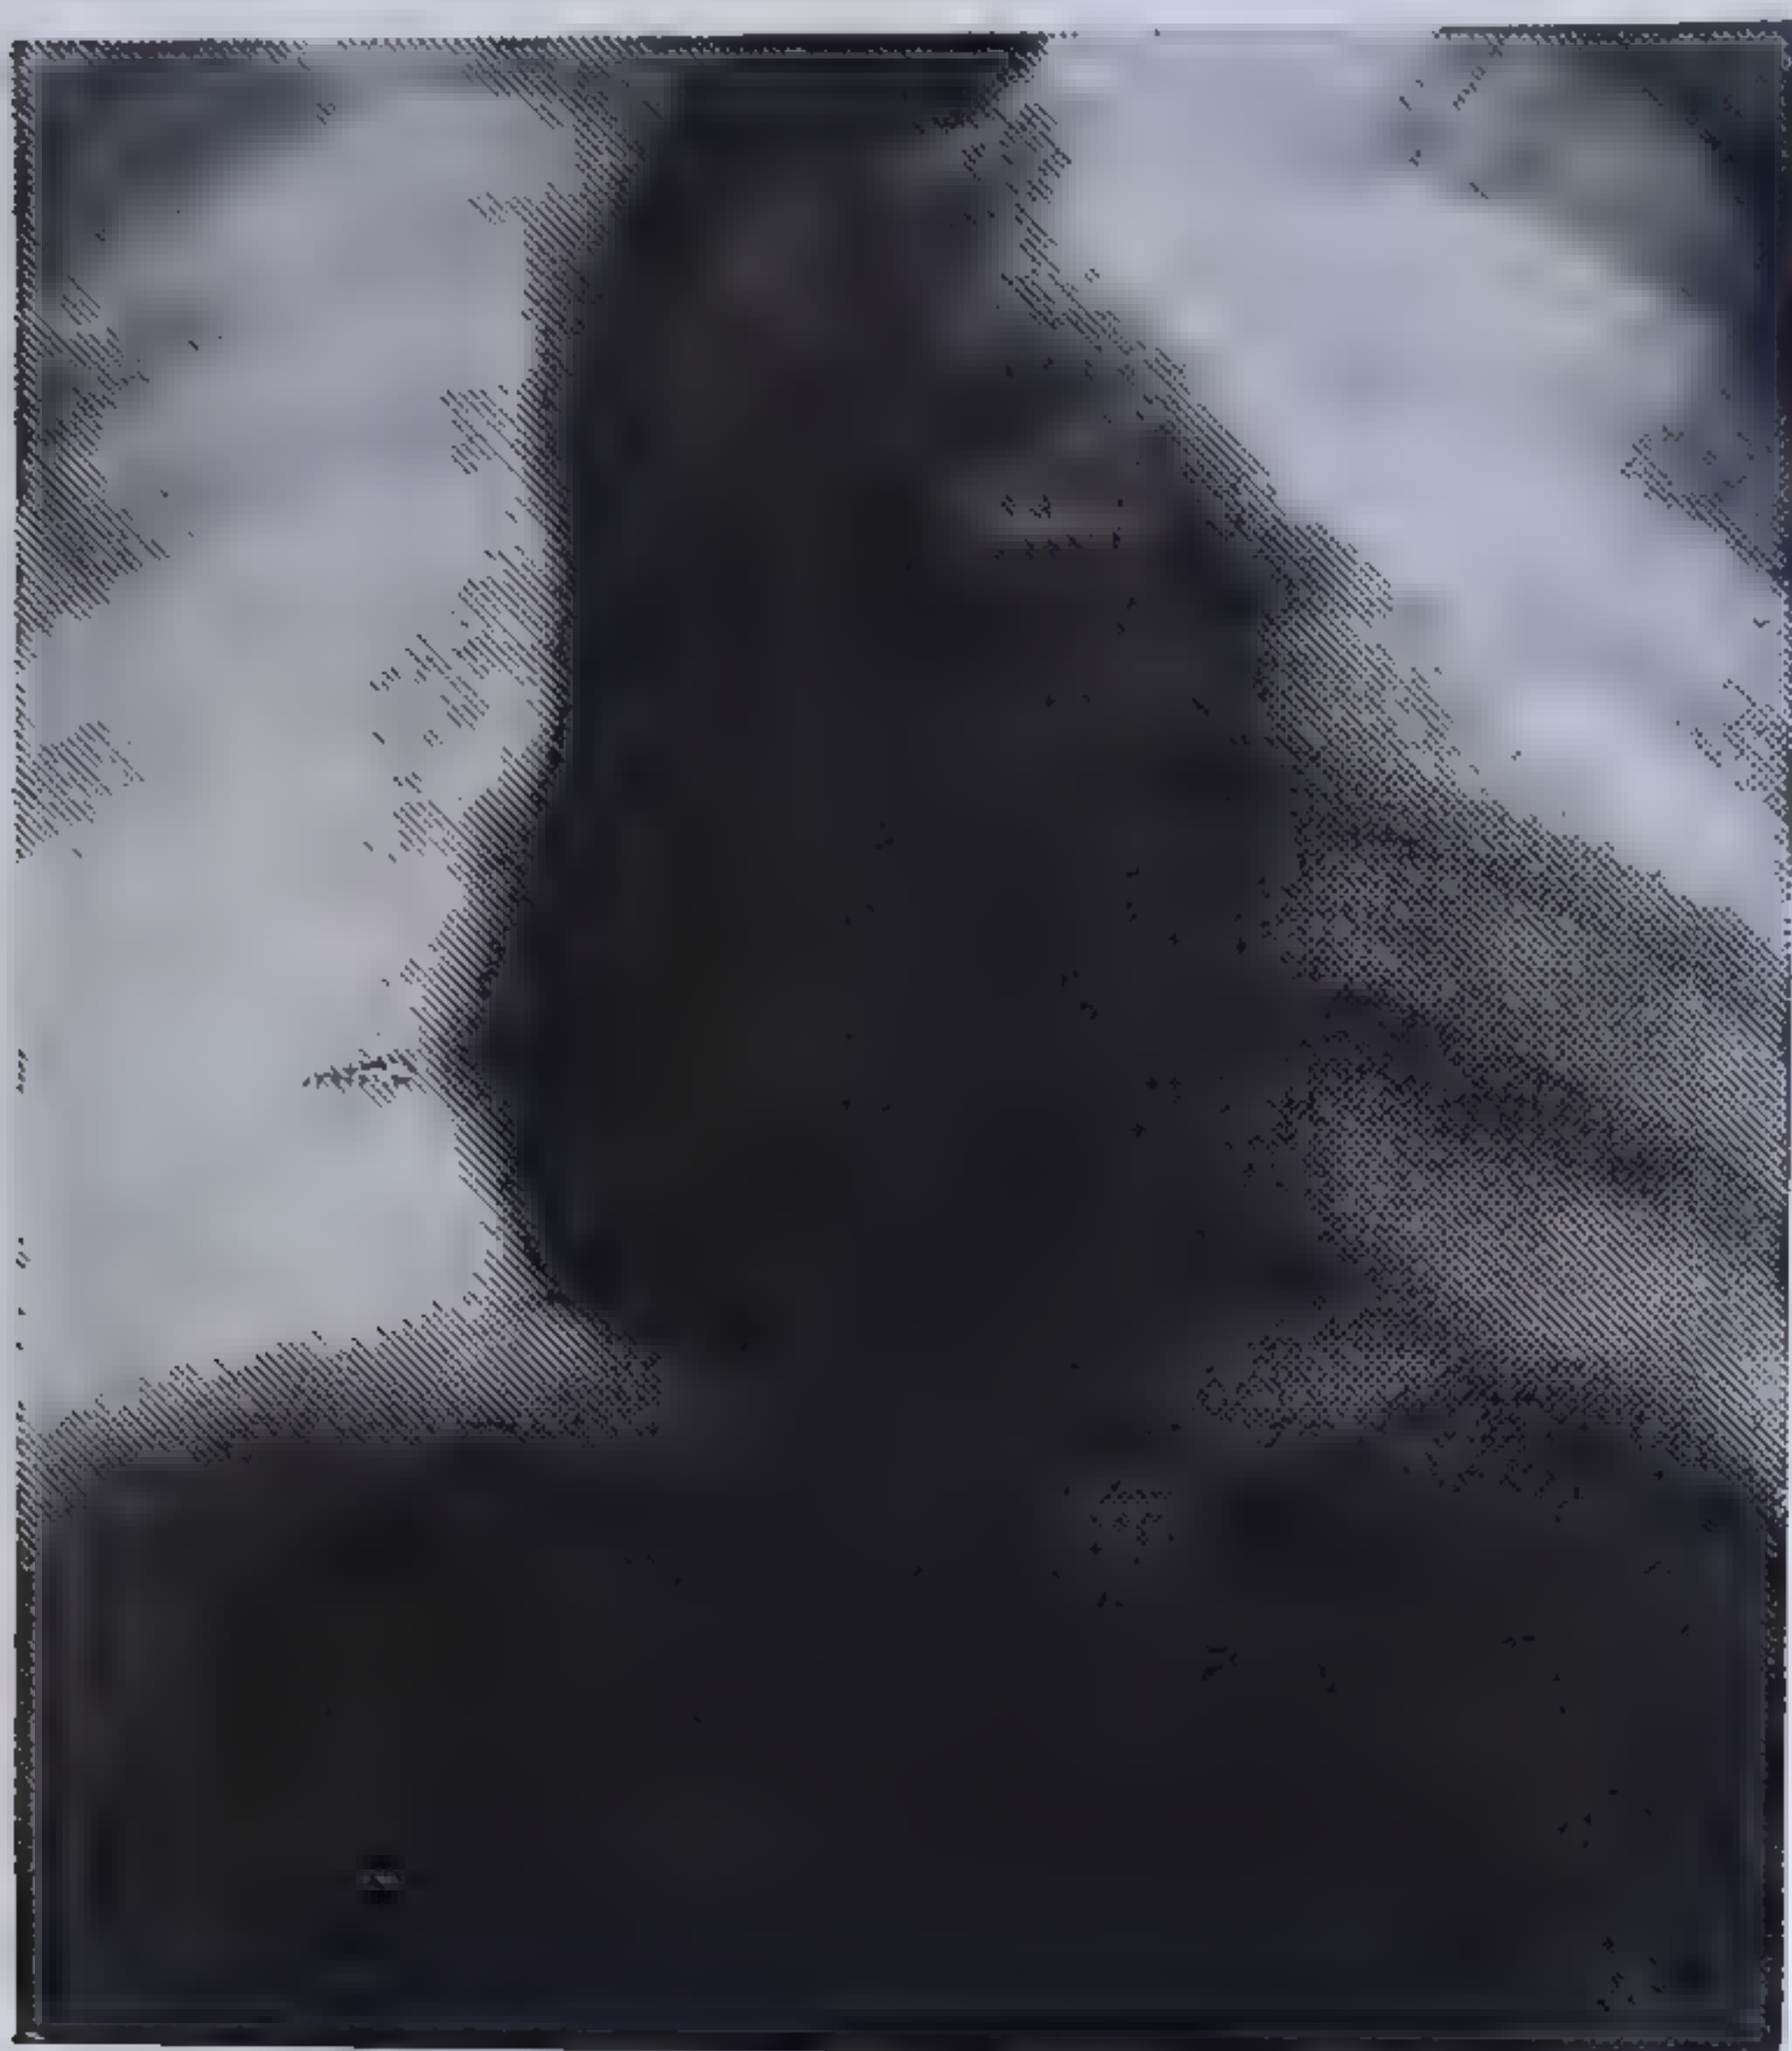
Imagini succesive într-o angiocardografie normală. Radiografii de față luate în secunda 1, secunda a 2-a și secunda a 5-a.
